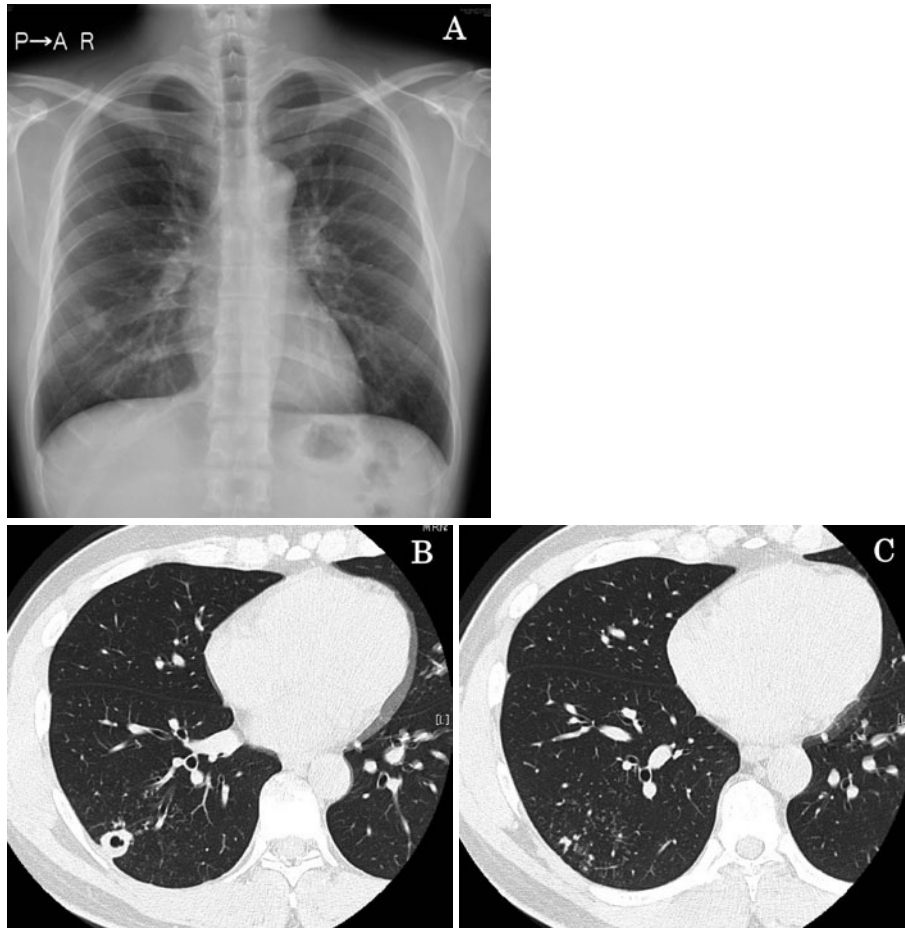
(A) Chest radiograph on admission, showing a nodular lesion in the right lower lung field. (B) Computed tomographic scan obtained on admission, showing small cavitated nodules. (C) Scattered granular shadows in the right S9 region.
